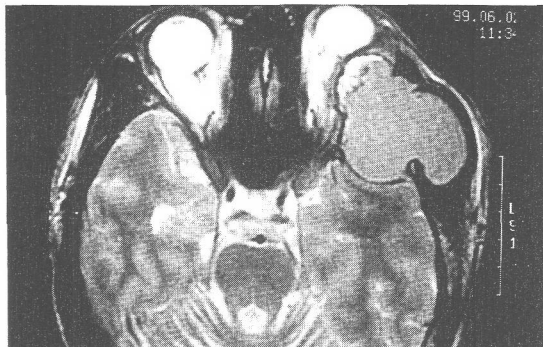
T2-weighted MR image shows a well circumscribed, lobulated and expanding mass centered in the greater wing of left sphenoid bone and extending into the orbit and temporal bone. Most of the mass is homogeneously hemorrhagic cyst with a small nodular solid portion that contains several clustered locules with high signal intensity.
